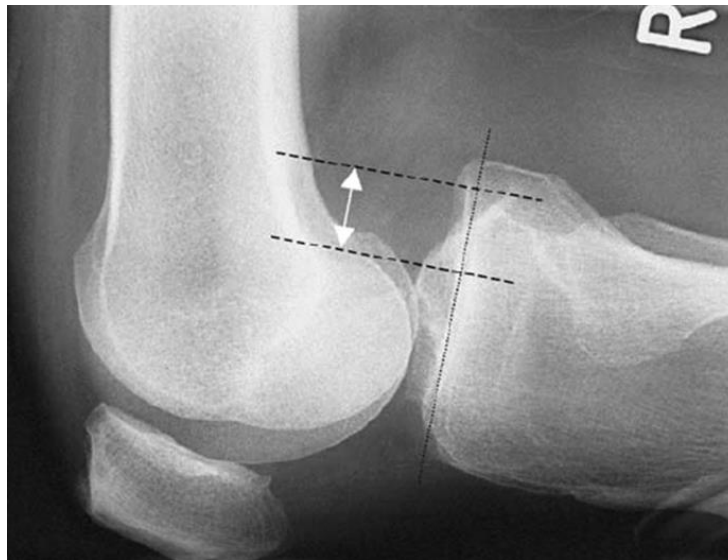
Измерение заднего смещения голени при рентгенологическом исследовании
